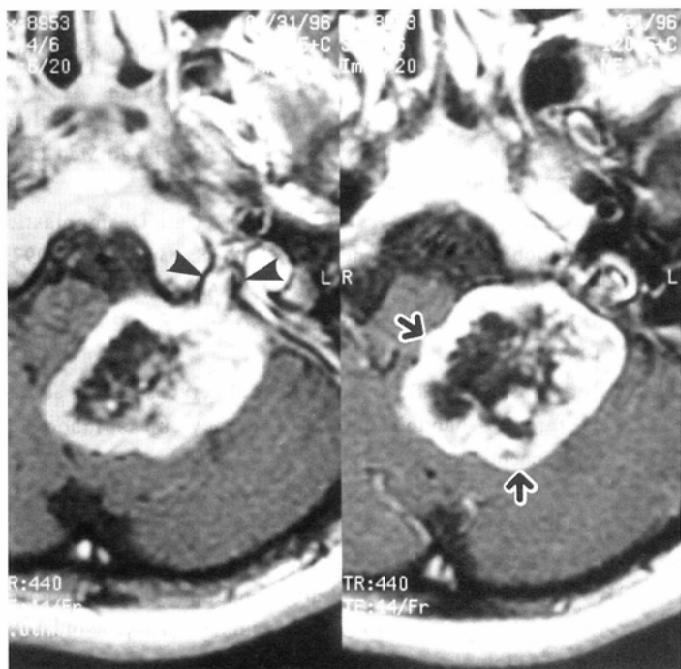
Axial postcontrast T1-weighted images in a 19-year-old girl with schwannoma of the left glossopharyngeal nerve. The tumor originates from the pars nervosa (arrowheads) of the left jugular foramen and extends between the medulla and left cerebellar hemisphere (arrows).
